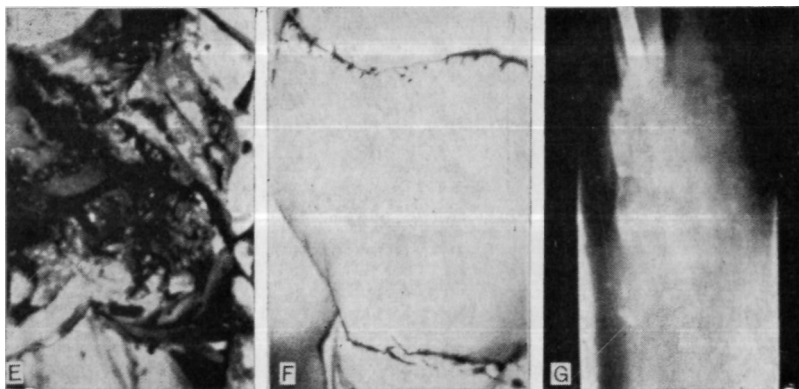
7Е. Микрососудистый свободный лоскут помещен на левое бедро после полного иссечения старого кожного трансплантата. Трансплантат из подвздошной кости уложен в желобок на передней поверхности бедренной кости. На месте перелома удалена грануляционная ткань и склерозированная костная ткань. F. Свободный лоскут реваascularизирован через ветвь поверхностной бедренной артерии и большую подкожную вену. Костный трансплантат, выходящий в лоскут, кровоточил во время реваascularизации, ж лоскут полностью прижил. G. Рентгенограмма левого бедра той же больной через 6 нед. Трансплантат из подвздошной кости сросся с бедренной костью и на месте перелома имеются признаки сращения бедра. Перелом и костный трансплантат срослись через 4 мес.
